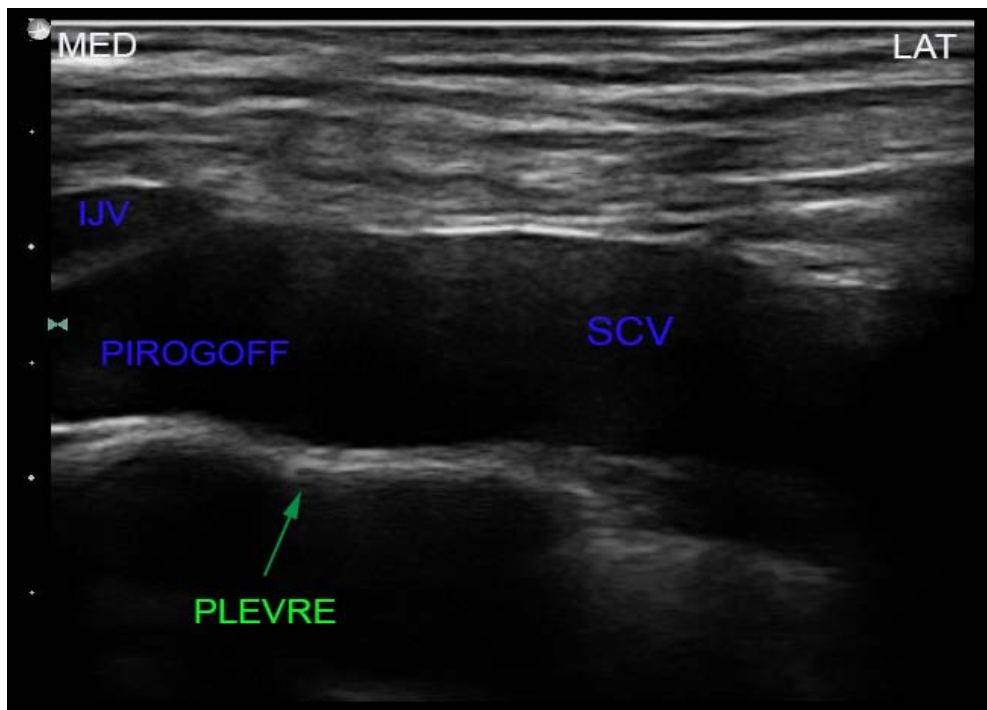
Image échographique correspondante montrant la veine sous clavière (VSC) se réunissant avec la jugulaire interne (VIJ) pour former le confluent de Pirogoff. La veine a des rapports intimes avec la plèvre située juste en dessous. MED : médial, LAT : latéral.
